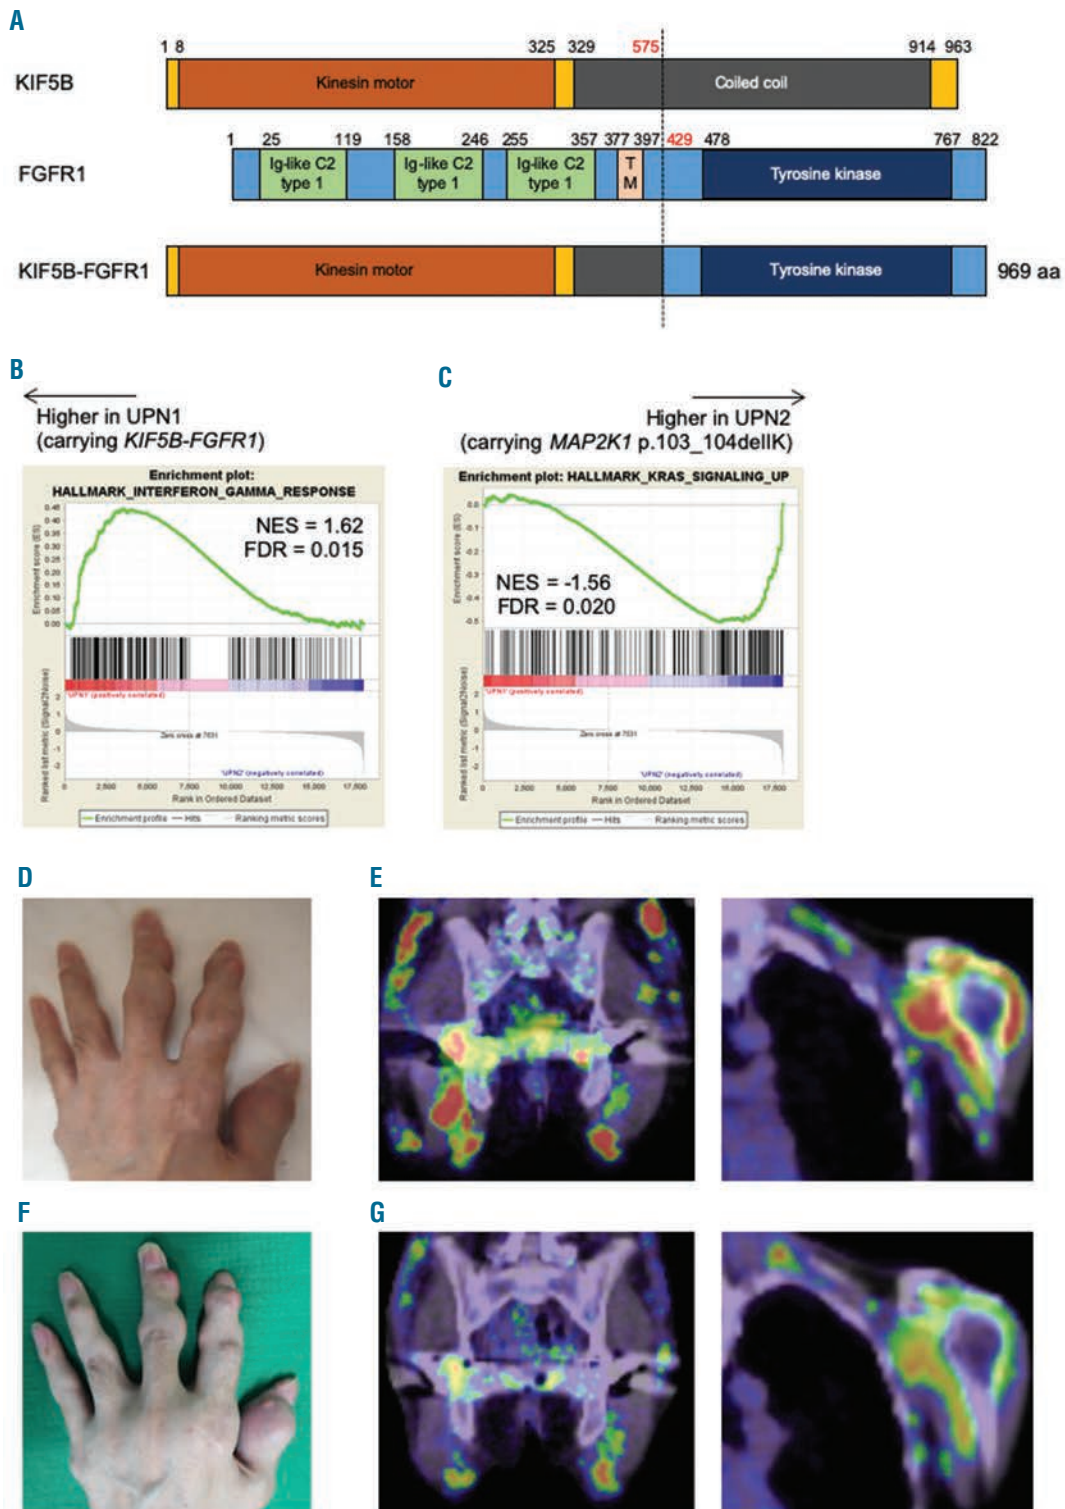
Genetic lesions and treatment response in patients with multicentric reticulohistiocytosis (MRH). (A) Structure of predicted KIF5B-FGFR1 fusion protein. Numbers indicate amino acid residues. Kinesin motor: kinesin motor domain; coiled coil: coiled coil domain; Ig-like C2 type1: immunoglobulin-like C2-type1 domain; TM: transmembrane domain. (B and C) Gene set enrichment analysis comparing the expression profiles obtained from Patient 1 (UPN1) and Patient 2 (UPN2). The genes in the HALLMARK_INTERFERON_GAMMA_RESPONSE gene set were up-regulated in UPN1, whereas those in the HALLMARK_KRAS_SIGNALING_UP were up-regulated in UPN2. NES: normalized enrichment score; FDR: false discovery rate. (D and F) Picture of the left hand of UPN2 before (D) and after (F) chemotherapy showing shrinkage of the periarthral masses, a reduced redness of the skin, and increased wrinkles in the joints. (E and G) Positron emission tomography-computed tomography findings of periarthral lesions of pelvis and left shoulder in UPN2 before (E) and after (G) chemotherapy.
